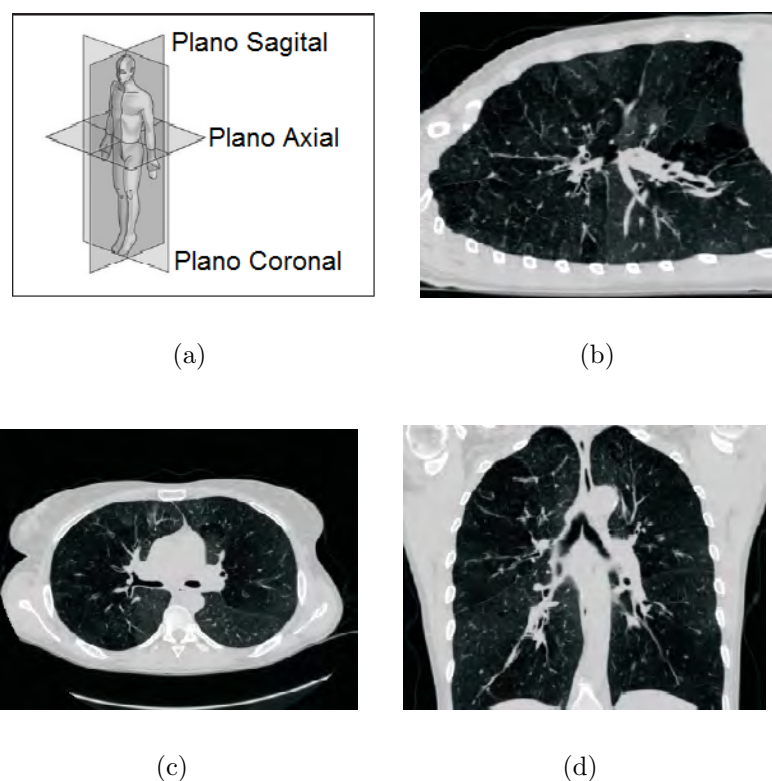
reconstruções das imagens de seções dos pulmões de TC, adaptada de Sluimer (2005). (a) planos de cortes no corpo, (b) seção sagital, (c) seção axial, (d) seção coronal.
